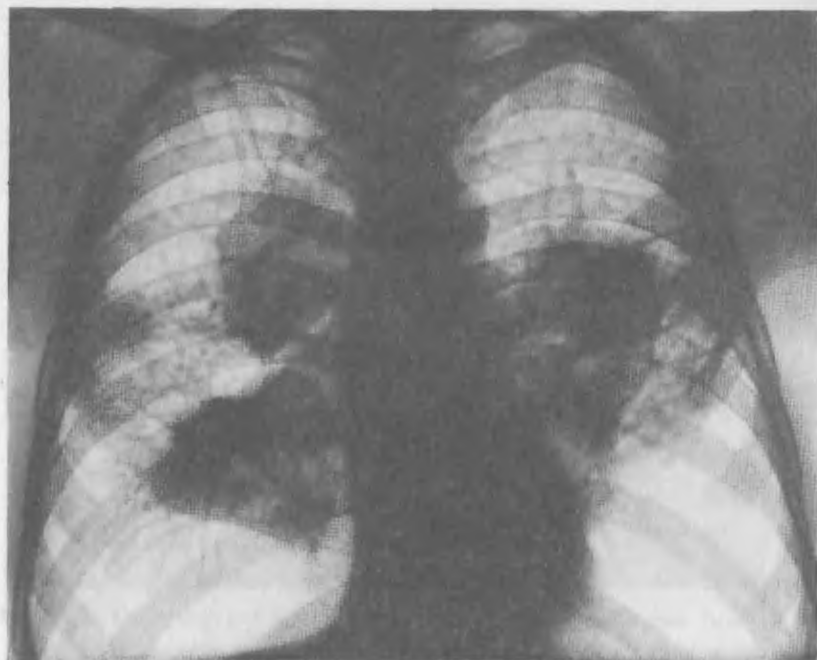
Рентгенограмма легких. Силикоз III стадии (С).
